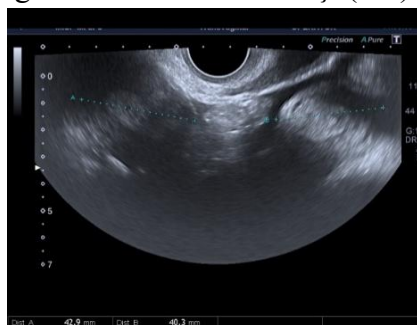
Sindromul HWW, USG 2D, uter didelf
